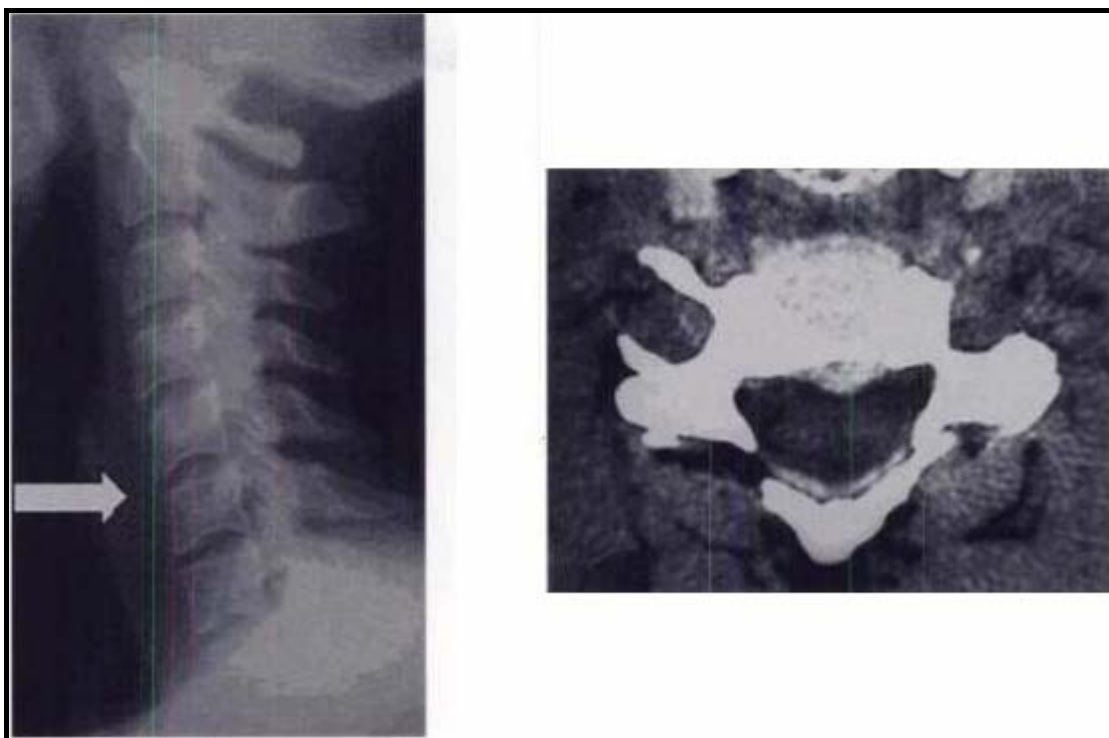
pincement discal C5C6 sur une radiographie standard du rachis cervical de profil qui correspond à une hernie discale médio-latérale gauche sur une TDM coupe transversale (64).
